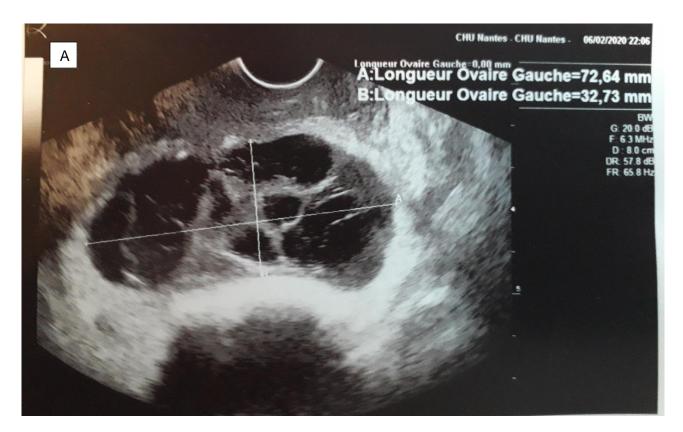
Images d'échographie de l'ATO gauche de la patiente G avec la masse latéro-utérine hétérogène en A et l'ovaire en B.
